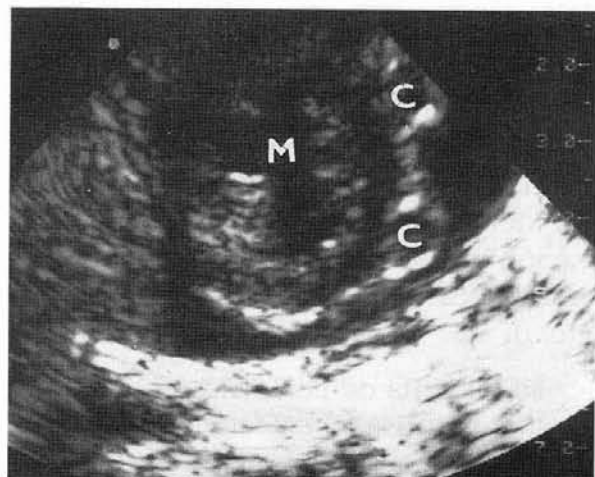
Ecocardiograma en eje corto de ventrículo izqdo. Se aprecia dilatación de coronaria descendente (C) en la pared ventricular. M: válvula mitral
